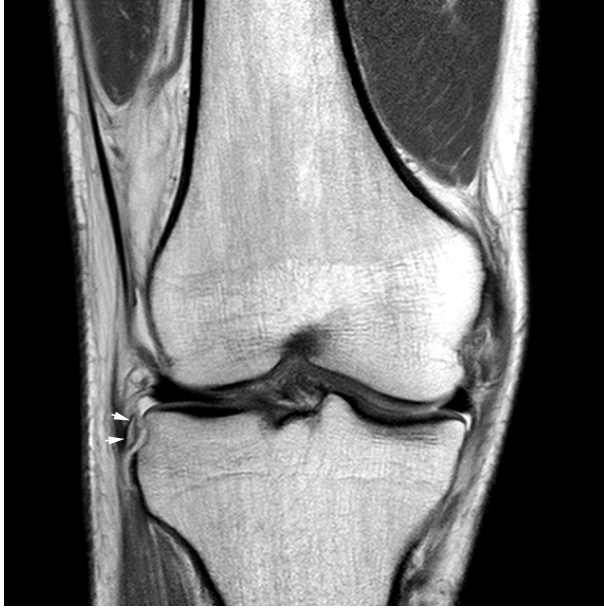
Imagen de resonancia magnética, en la que se evidencia una fractura de Segond (flechas blancas).
